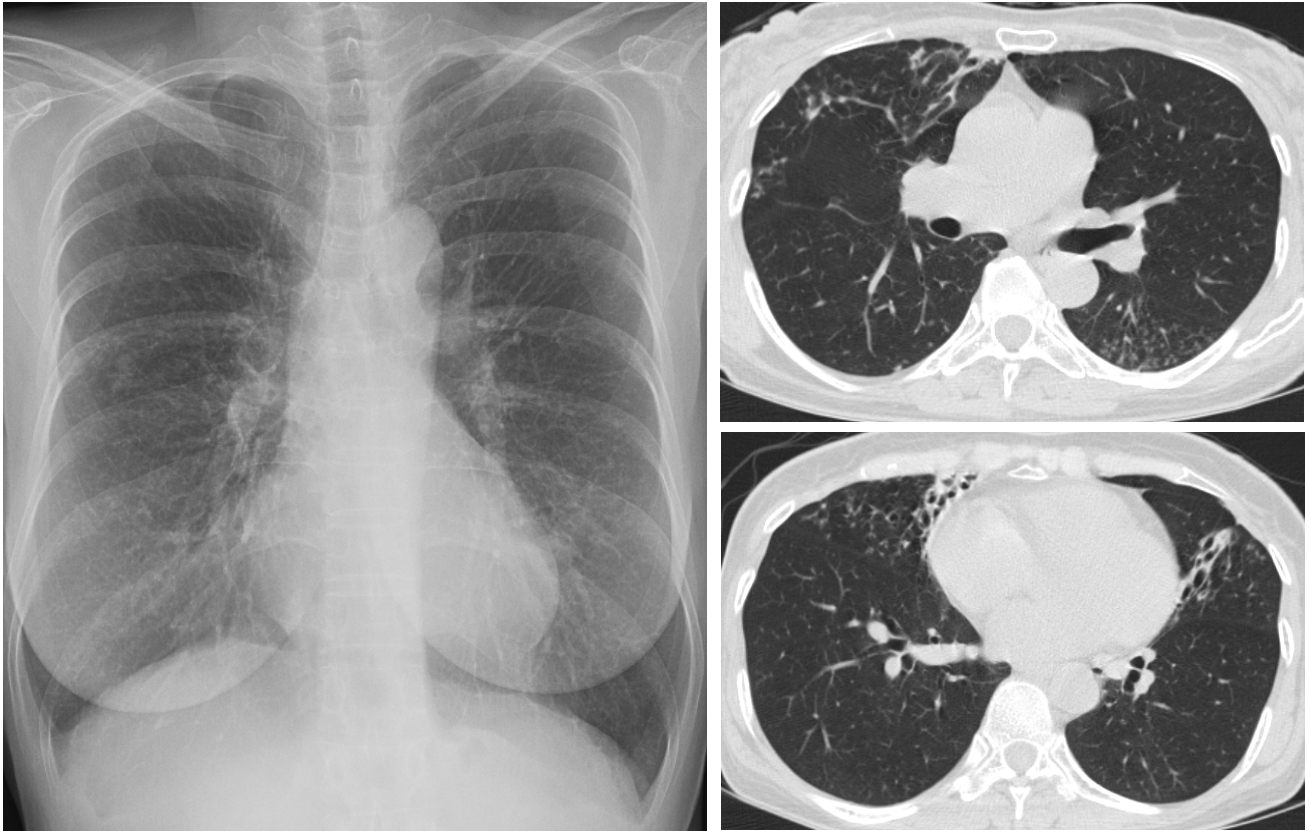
Mycobacterium abscessus* pulmonary disease in a 61-year-old woman. Chest radiograph shows multifocal patchy areas of small nodular clusters in both lower lung zones. Transaxial lung window CT images (2.5-mm section thickness, 70 mA) show bronchiectasis and small centrilobular nodules or tree-in-bud opacities in the both lungs, especially in the right middle lobe and the lingular segment of the left upper lobe. Also note bronchiolitis of small centrilobular nodules and tree-in-bud opacities in the anterior segment of the right upper lobe and the superior segment of the left lower lobe.
